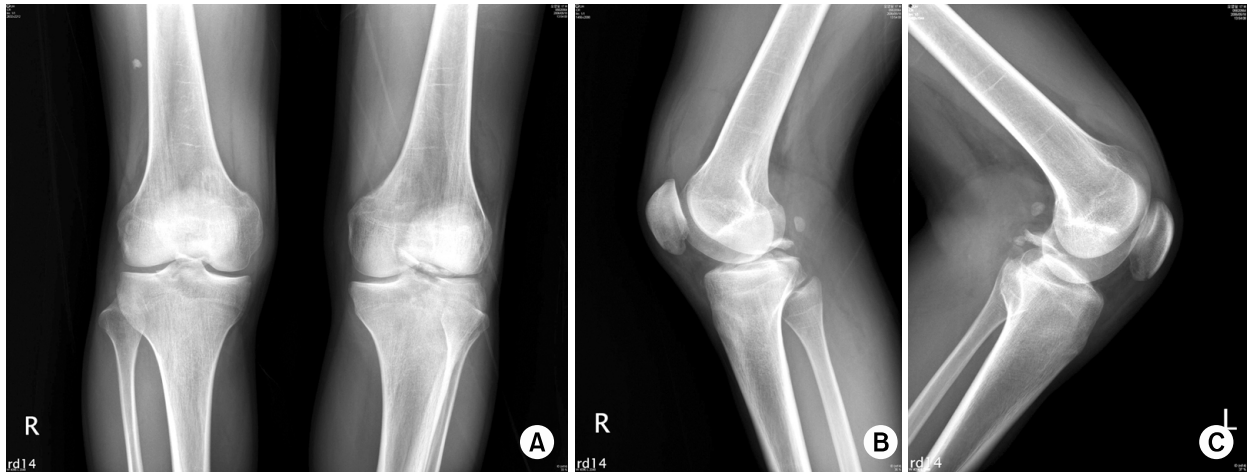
16-year-old male. Both knee AP (A) and lateral (B, C) radiograph of the both knee joint show a displaced bony avulsion fracture of the posterior cruciate ligament of the tibia, left patella inferior pole and left fibular head fracture.
